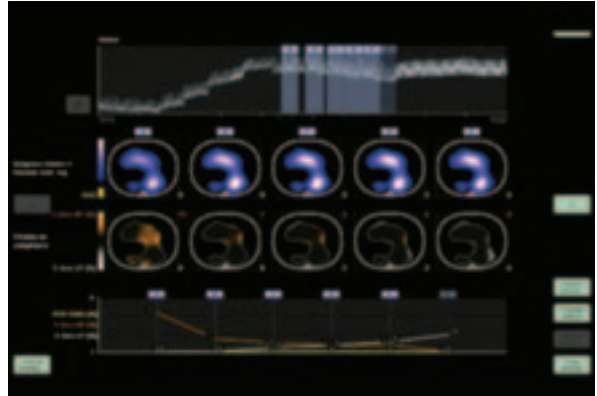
Tomografía por impedancia eléctrica en posición supina
